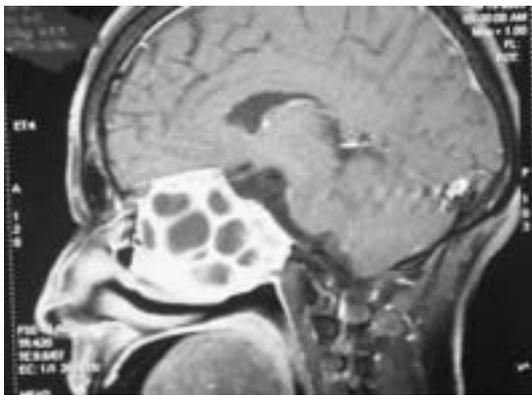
IRM de contrôle en coupe sagittale pondérée T1 avec injection de gadolinium
